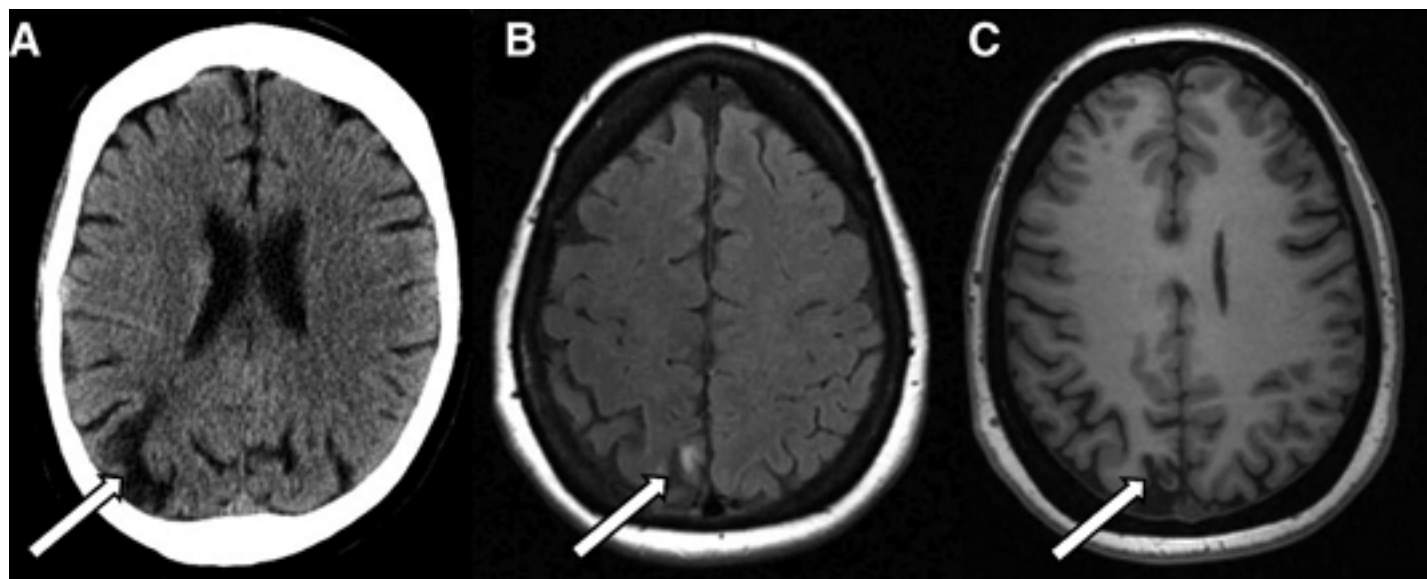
(A) Một nhồi máu não thềm lừng ở vỏ não (4 mm) có thể nhìn thấy điển hình giảm mật độ ở thùy bên trái trên phim chụp cắt lớp vi tính. (B) Trên hình ảnh MRI chuỗi FLAIR của một bệnh nhân khác, nhồi máu não thềm lừng ở vỏ não 4 mm (mũi tên) có thể nhìn thấy FLAIR. Chuỗi T2 (C) và T1 (D) minh họa các đặc điểm hình ảnh điển hình của nhồi máu nhồi máu ở vỏ não (đường chéo).
